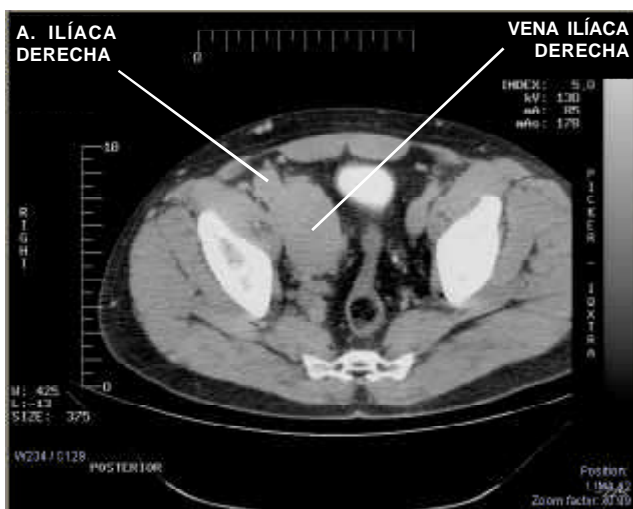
TAC que muestra la gran dilatación de los vasos ilíacos derechos
